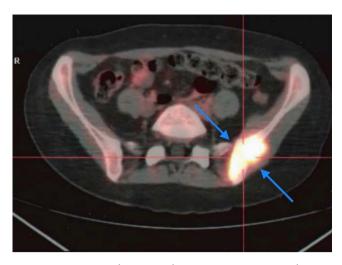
Tomografía de emisión de protones/tomografía computarizada (PET/TC) de la paciente, que muestra una masa hipermetabólica en el hueso ilíaco izquierdo, músculo glúteo medio izquierdo y partes adyacentes, de un tamaño de $48 \times 25 \, \text{mm}$.
